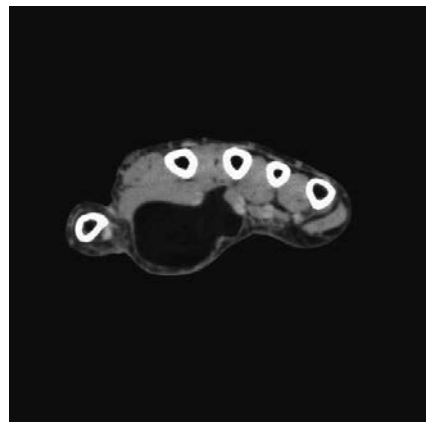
症例 1 の術前単純 CT: 右手掌の母指内転筋内、短母指屈筋内に腫瘤を認めた。
